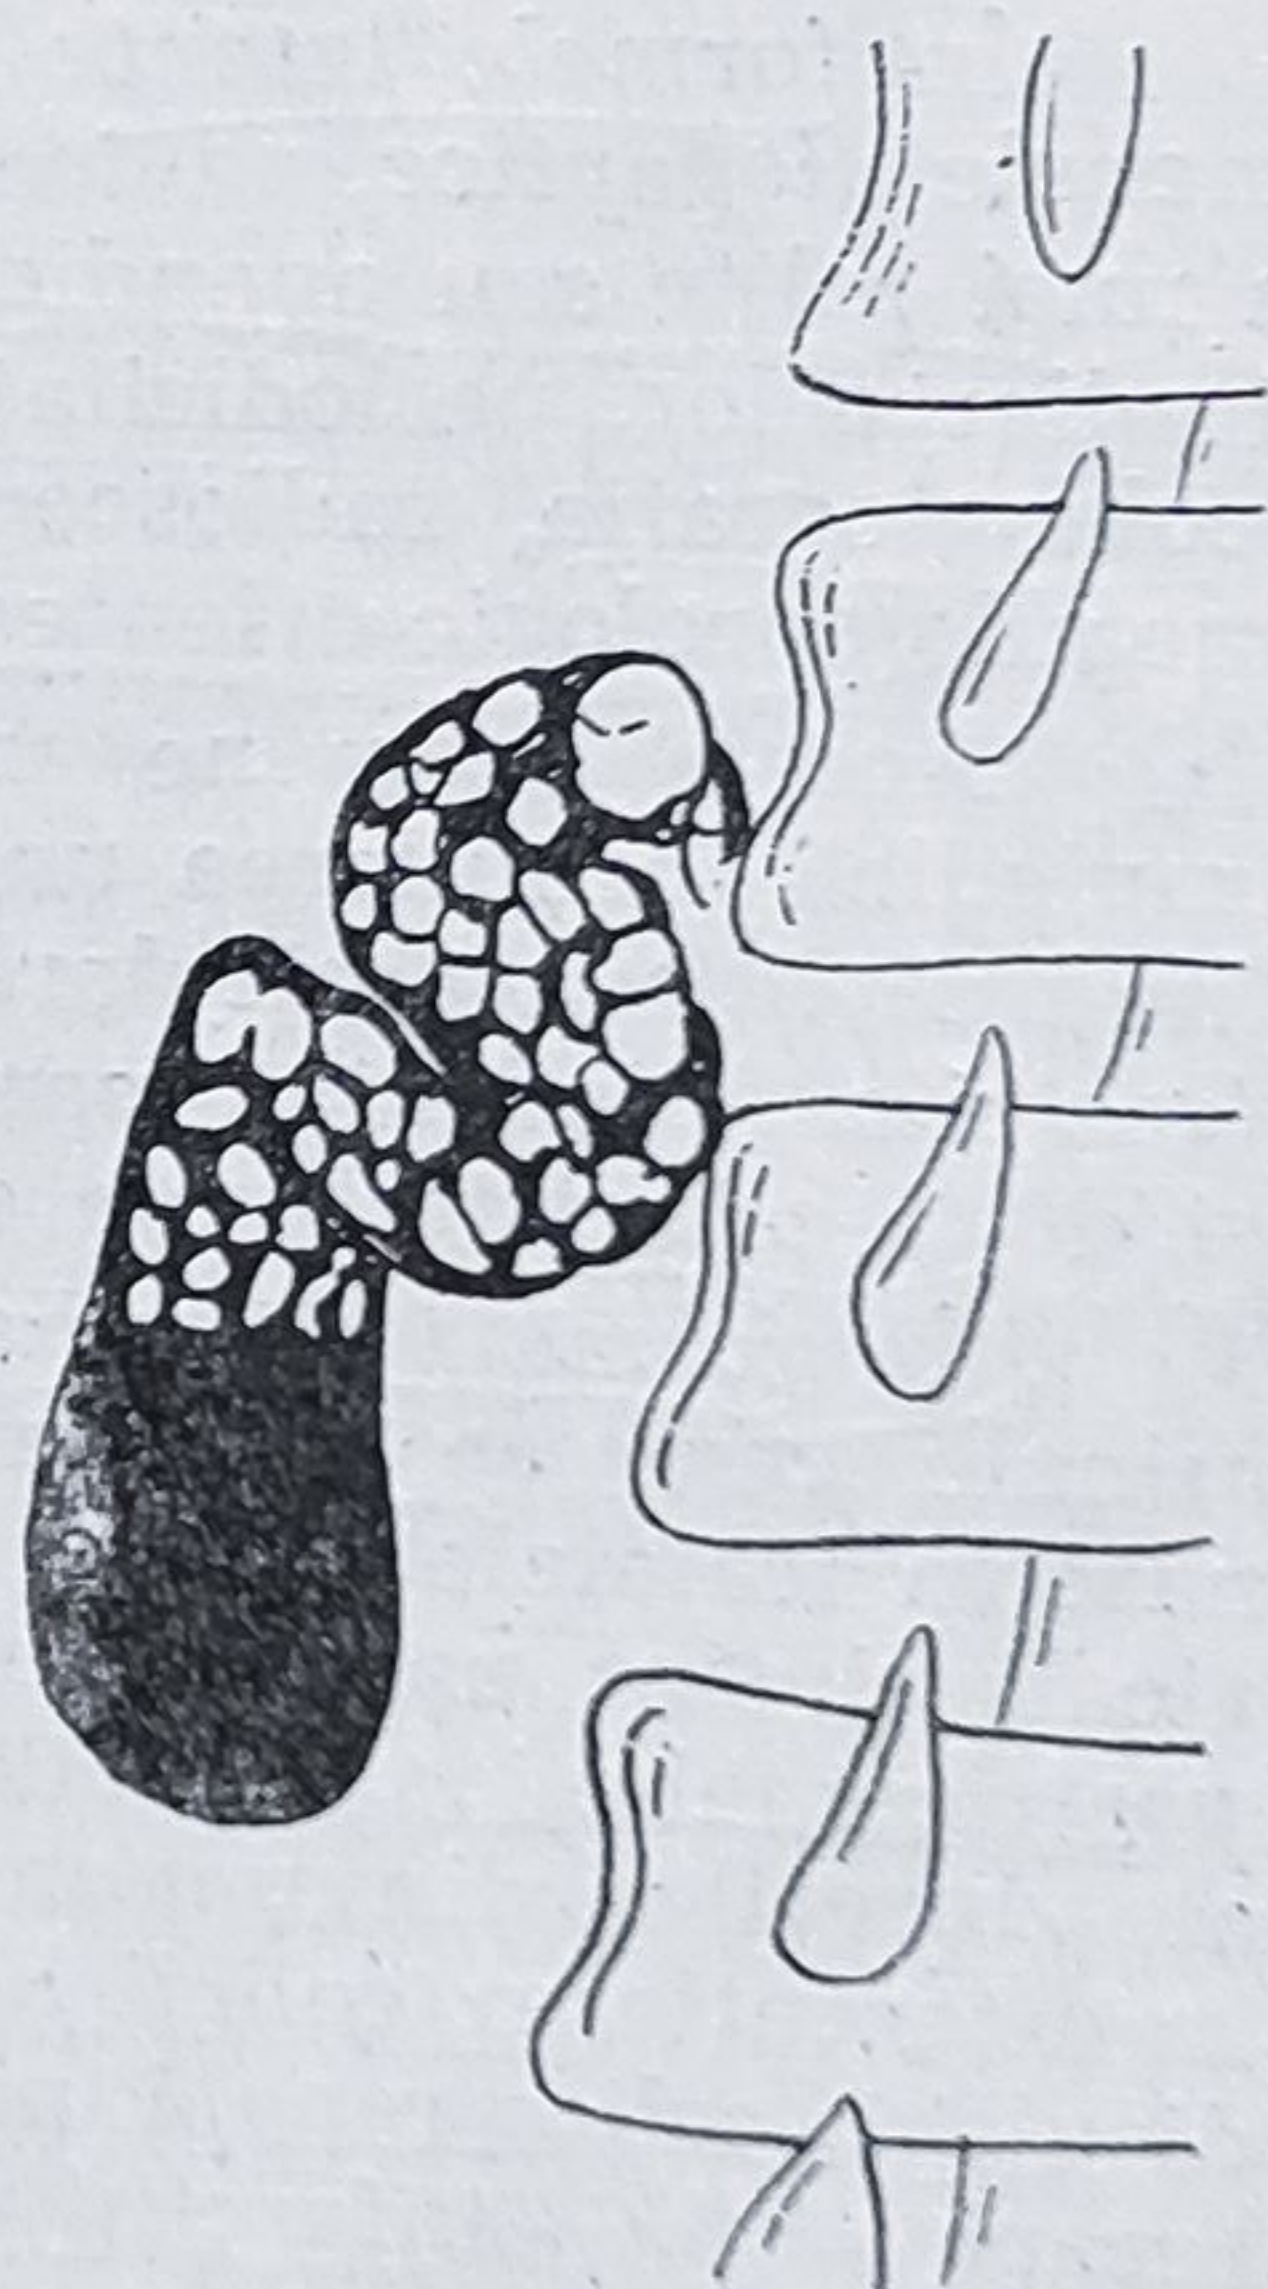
19. — Calculi veziculari radioopaci evidențiați cu prilejul unei radiografii de coloană.
